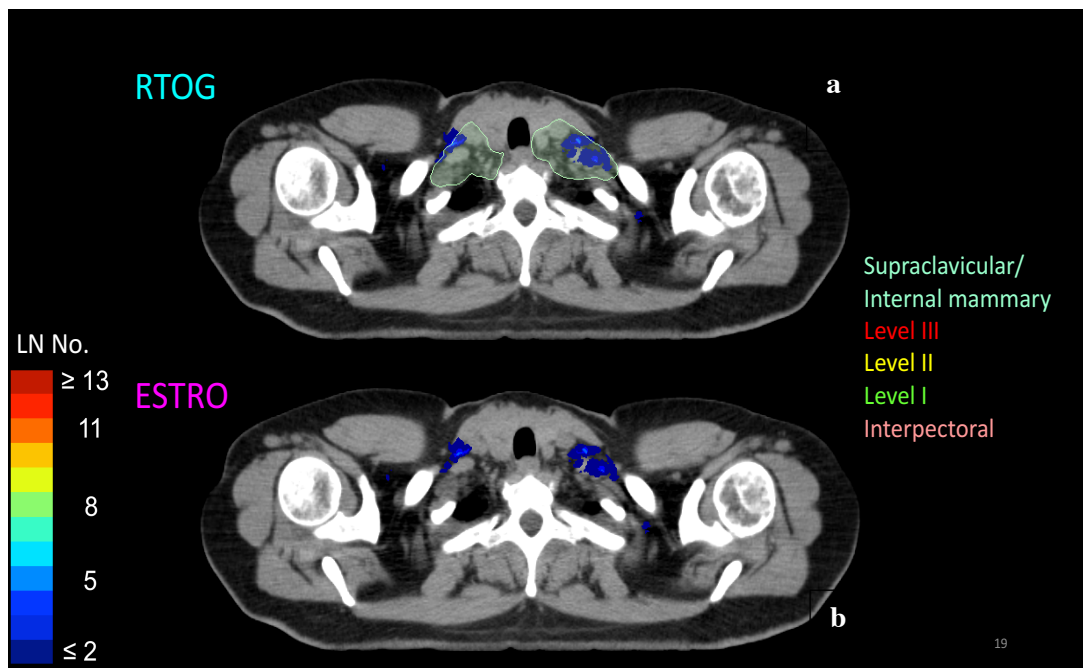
Vergleich RTOG (a) versus ESTRO (b): Auszug axialer CT-Schnittbilder aus dem in dieser Arbeit erstellten farbkodierten Atlas der FDG/PET-CT positiven Lymphknotenmetastasen in der supraclaviculären Region. Beispielfhaft sieht man hier, dass nach den Vorgaben der RTOG diese Schnittebene noch bestrahlt werden würde, die ESTRO inkludiert diese Höhe nicht mehr (Grenze des Level IV endet bereits weiter kaudal).
